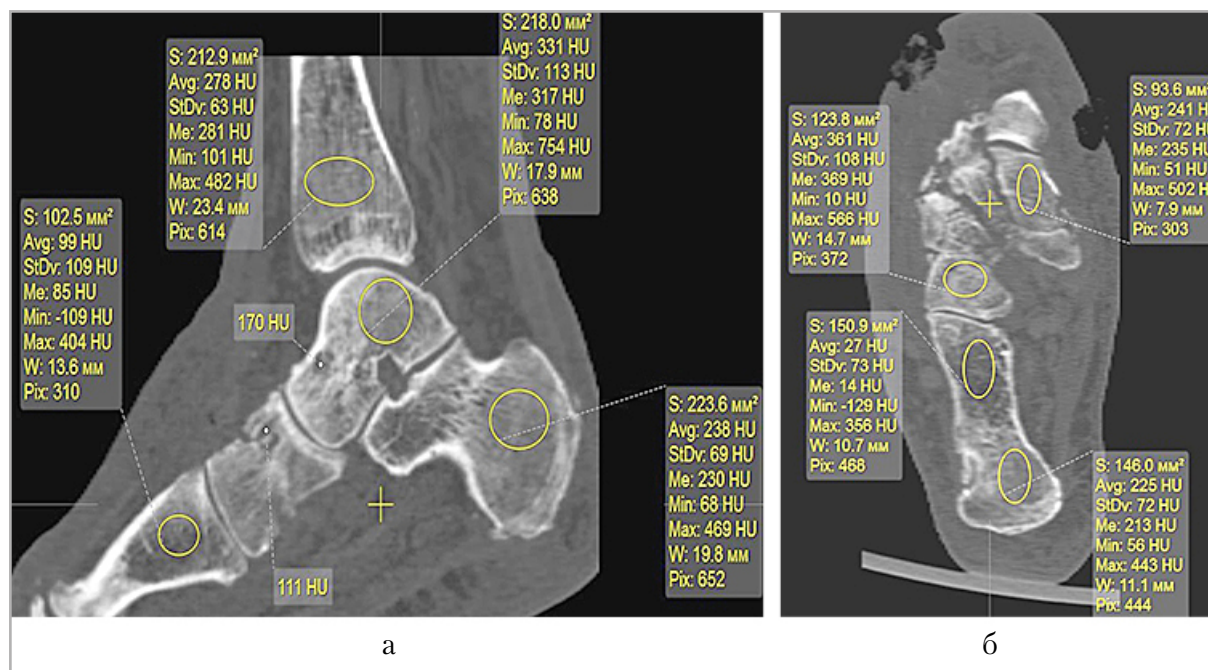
МСКТ стопы и голеностопного сустава больной Ф., 62 лет. MPR в сагиттальной плоскости (а), аксиальный срез (б). Измерение плотности костей стопы. Плотность пяточного бугра повышена
